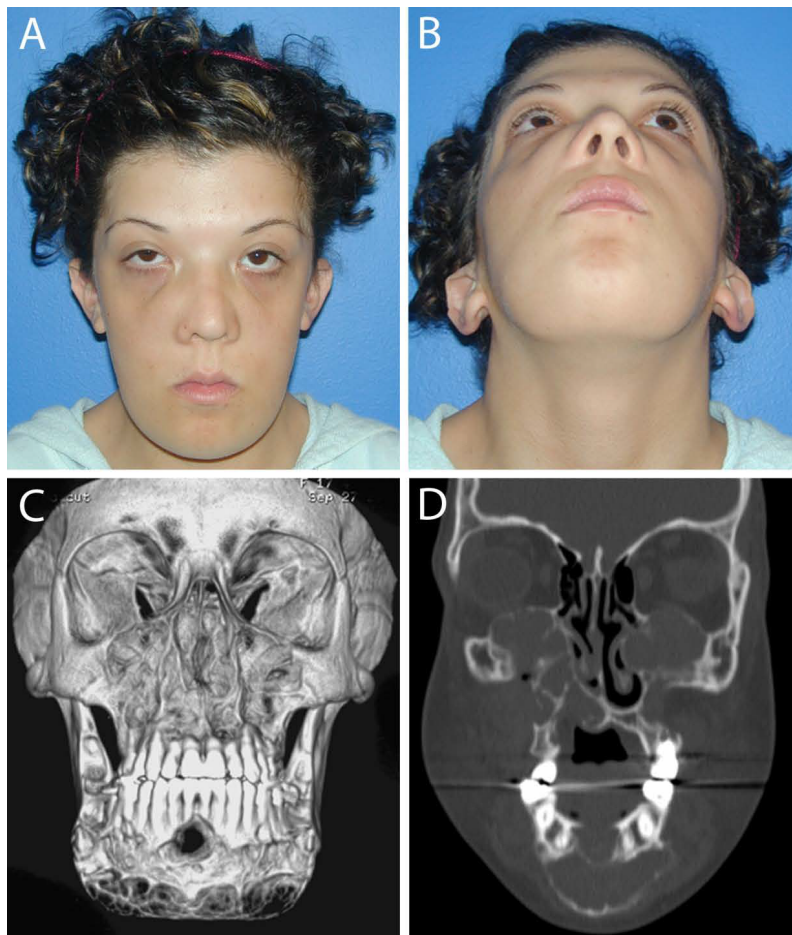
Photo exobuccale et radiographie scanner de la tête d'une patiente de 15 ans atteinte du syndrome de Noonan (Papadaki et al. 2012).
